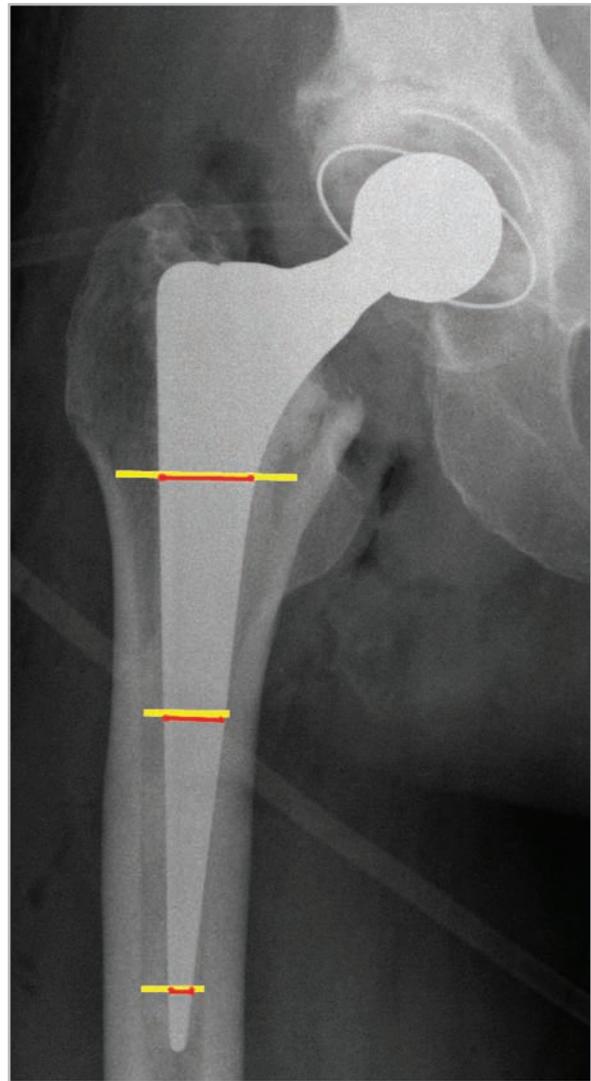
Послеоперационная рентгенограмма правого тазобедренного сустава в прямой проекции, на которой отмечены уровни измерения индекса заполнения бедренного канала ножкой эндопротеза
